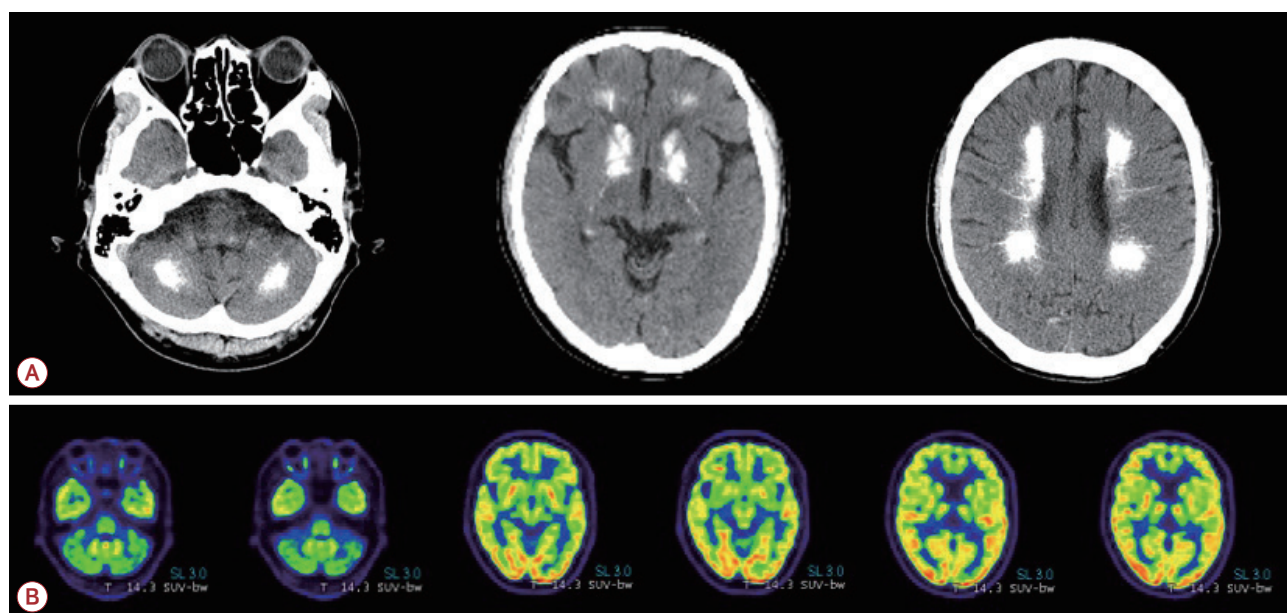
Brain CT of the patient shows extensive intracranial calcification involving bilateral cerebellum, basal ganglia, and white matter (A). Brain FDG PET-CT shows hypometabolism at bilateral cerebellum, basal ganglia, and thalamus (B). CT; computed tomography, FDG; fluorodeoxyglucose, PET; positron emission tomography.
